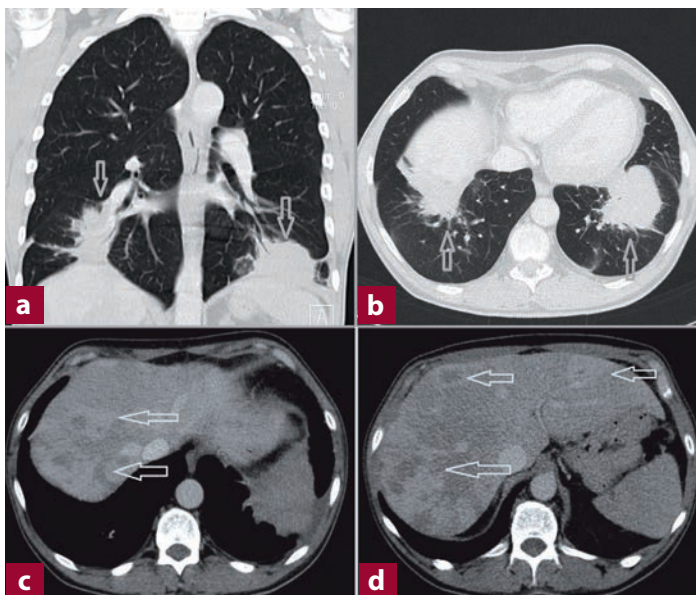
CT-Thorax: Markierte spikulierte, dem Zwerchfell aufliegende Raumforderungen in den basalen Lungenunterlappen beidseitig (a und b). Inhomogene, zum Teil konfluierende Absiedlungen der Leber (c und d)
